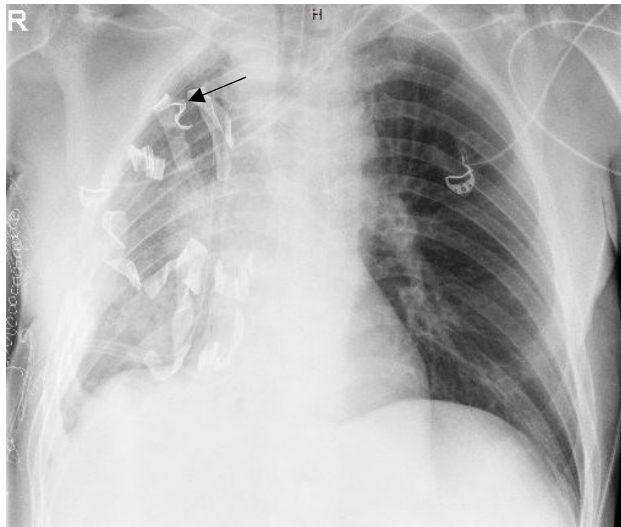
a) Röntgen-Thorax p.a. nach Pneumektomie und Einsetzen der Tamponaden mit acht Bauchtüchern basal, apikal und mediastinal bei Indikation nach persistierendem Hämotothorax bei Verbrauchskoagulopathie, b) Röntgen-Thorax p.a. als Verlaufskontrolle einen Tag postoperativ mit deutlicher Infiltration
